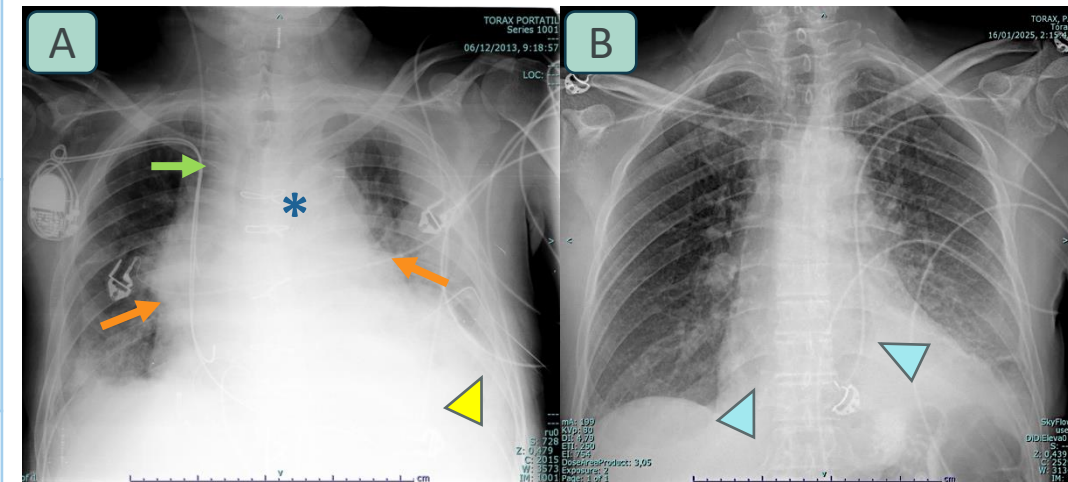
Hallazgos en Rx de tórax en mediastinitis aguda. (A) Rx anteroposterior en un paciente postquirúrgico con suturas de esternotomía media (asterisco), ensanchamiento mediastínico (flechas naranjas), aumento de la línea paratraqueal derecha (flecha verde) y derrame pleural bilateral, predominante izquierdo (punta de flecha amarilla). (B) Rx posteroanterior que muestra imágenes de densidad aire proyectadas sobre la silueta cardíaca; la TC torácica confirmó neumomediastino secundario a perforación esofágica.
